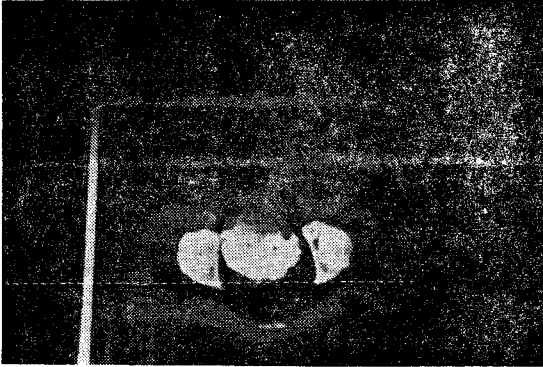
A life size-CT image to be reflected and traced on the graphic table of treatment planning computer (Therac 2000).
